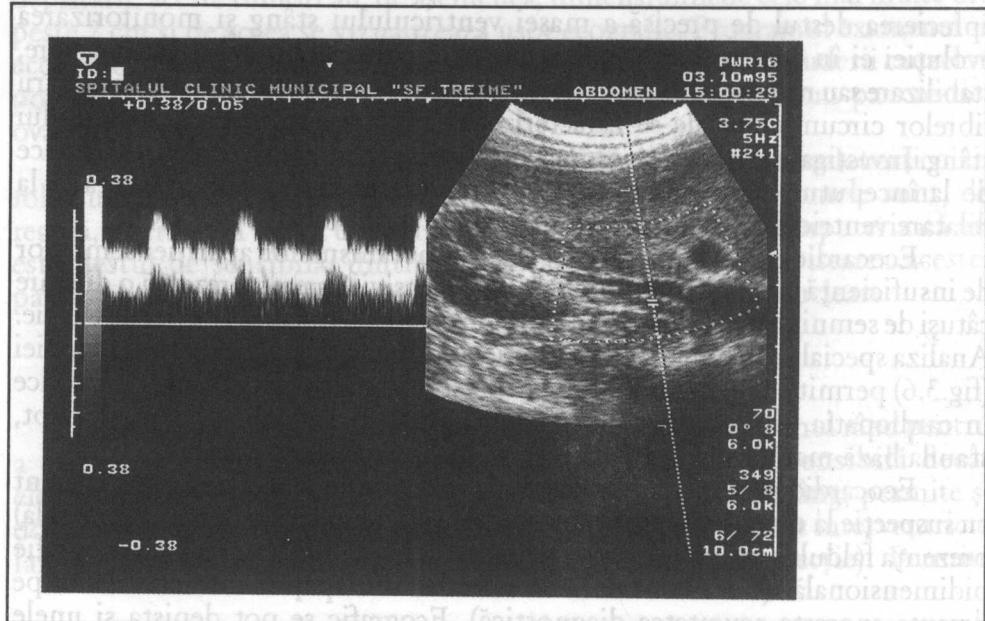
Duplex-dopplerograma arterei renale. Pe dreapta imaginea bidimensională a rinichiului și vaselor lui cu marcherul dopplerului pulsat în lumenul arterei renale. Pe stânga dopplerogramma circuitului în artera renală.
